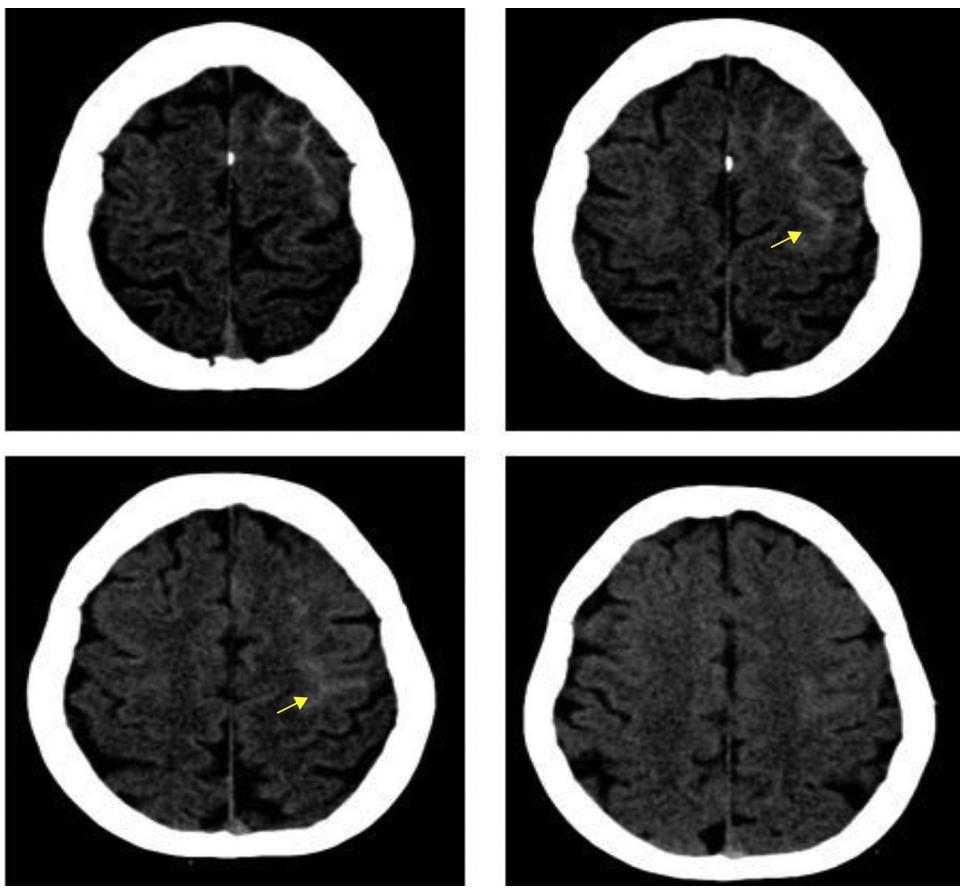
TAC cerebral simple. Se demuestra la hemorragia subaracnoidea de la convexidad frontal izquierda.
